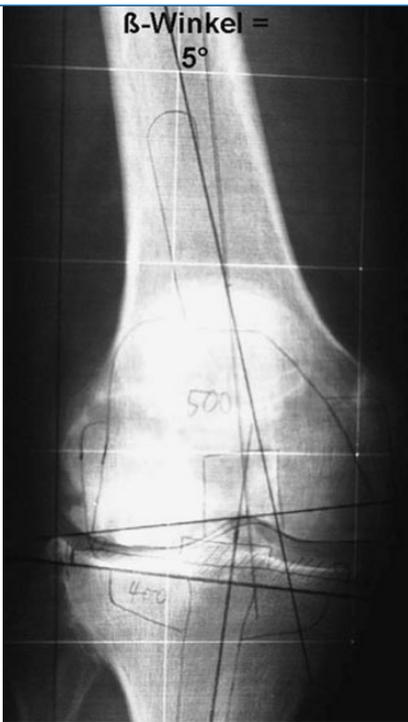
▲ Ausschnitt aus dem a.-p.-Ganzbeinröntgenbild eines Patienten mit Valgusgonarthrose bei einem femorotibialen Winkel von $>10^\circ$: Die präoperative Planung umfasst das Einzeichnen der anatomischen Achsen von Femur und Tibia, der mechanischen Achse des Femurs, der Resektionshöhen und der Position und Größe der gewählten Komponenten. Der β -Winkel wird von der mechanischen und anatomischen Femurachse gebildet. Er sollte beim Valgusknie $<7^\circ$ liegen um die Unterkorrektur der Deformität zu vermeiden
